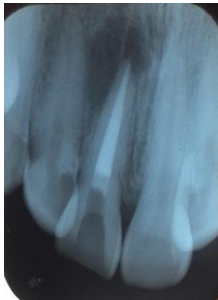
A. Foto klinis yang menunjukkan pemasangan isolator karet sebelum aplikasi MTA, 3B. Radiograf periapiks gigi 11 menunjukkan gambaran radiopak (MTA) ujung saluran akar.
